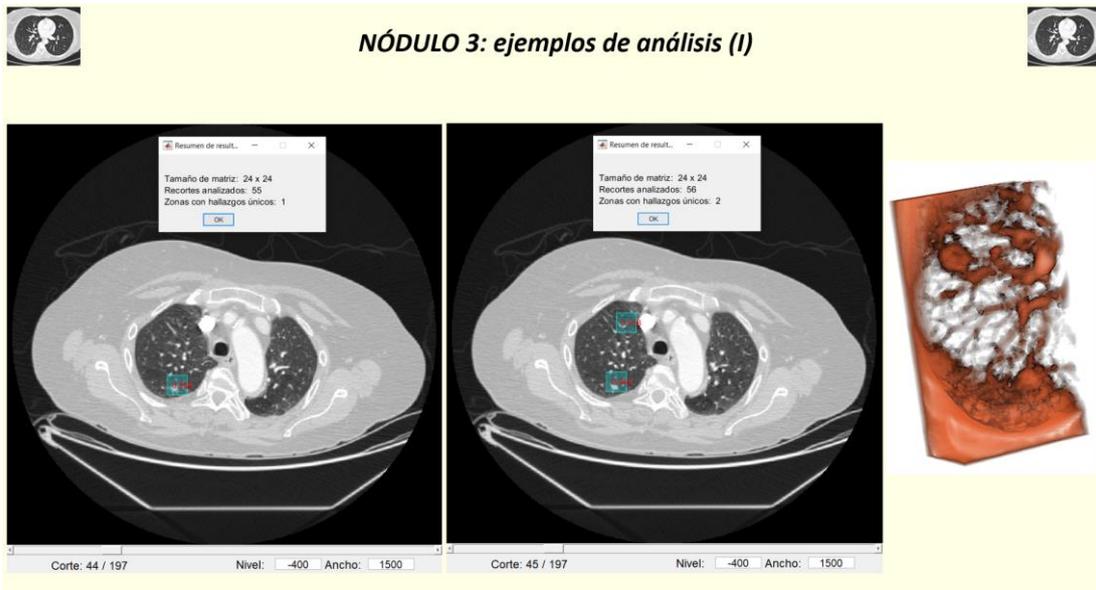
Casos TC de tórax. Caso 4: ejemplos de análisis del nódulo 3 (I)
